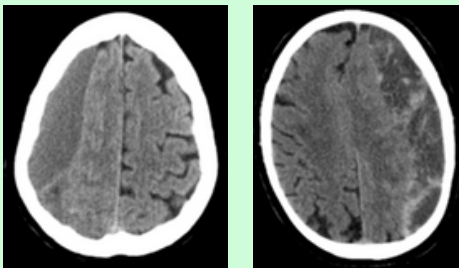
Cortes axiales de TC craneal. A la izquierda: Hematoma subdural con contenido homogéneo. A la derecha: Hematoma subdural clasificado como trabecular.
